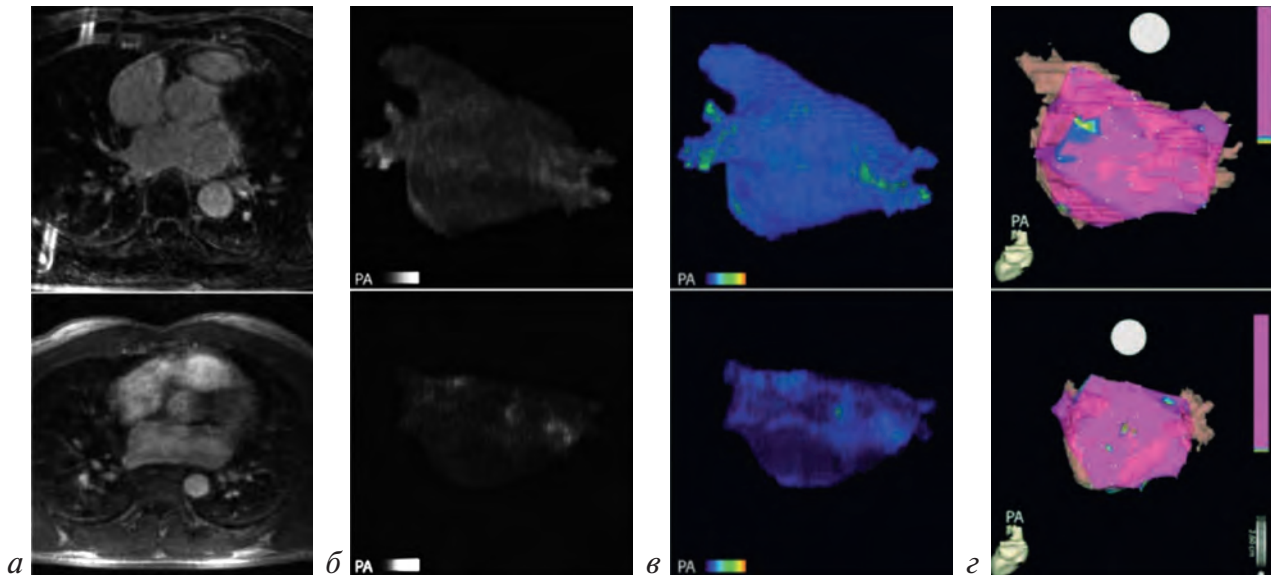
Магнитно-резонансные томограммы двух пациентов (верхний и нижний ряды) с умеренным структурным ремоделированием:
